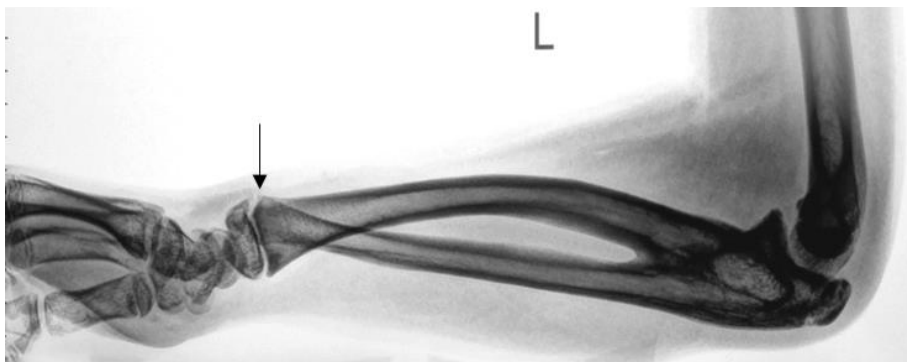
Рентгенограмма костей предплечья пациента 7 лет с ВРУС в боковой проекции, стрелкой отмечен тыльный подвывих головки локтевой кости.
